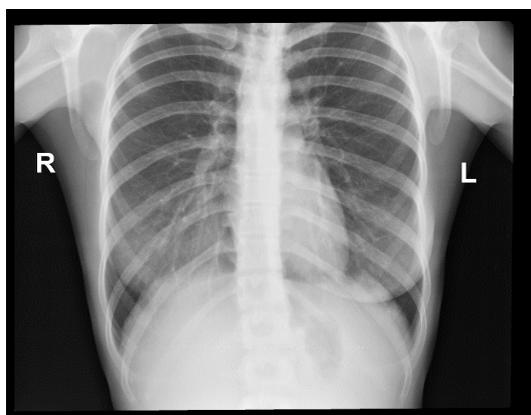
Рентгенограмма грудной клетки пациента астенического типа (прямая проекция).
